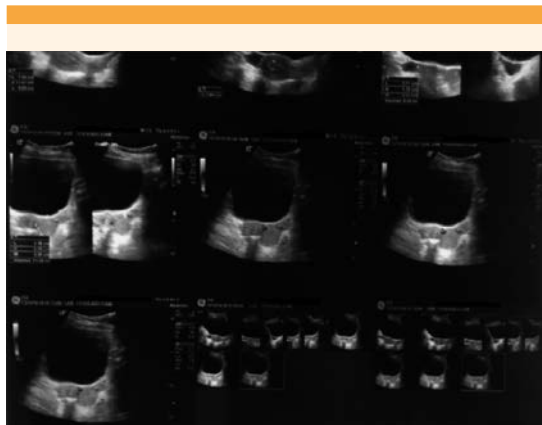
Ultrasonido pélvico con reporte normal (13/8/2018).
